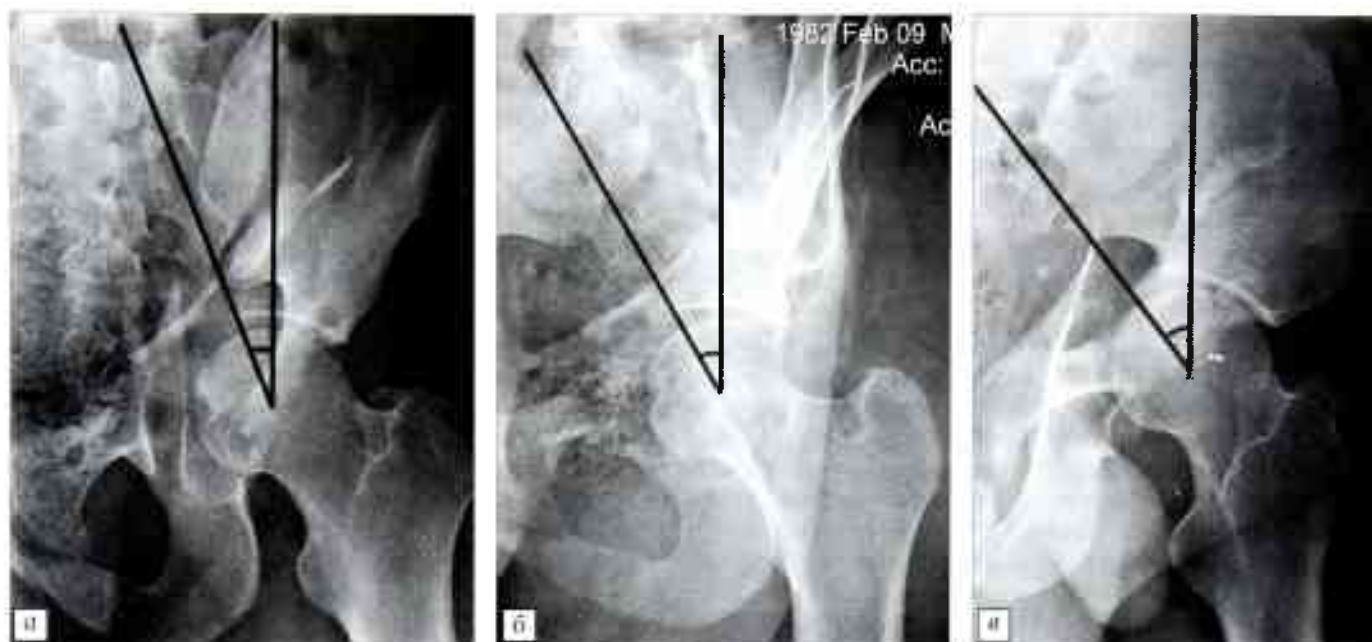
Больной А. Перелом вертлужной впадины типа I. Определение арочного угла крышки вертлужной впадины. а — медиальный угол (24°) на рентгенограмме в переднезадней проекции; б — передний угол (31°) на рентгенограмме в косо-запирательной проекции; в — задний угол (38°) на рентгенограмме в косо-подвздошной проекции.
